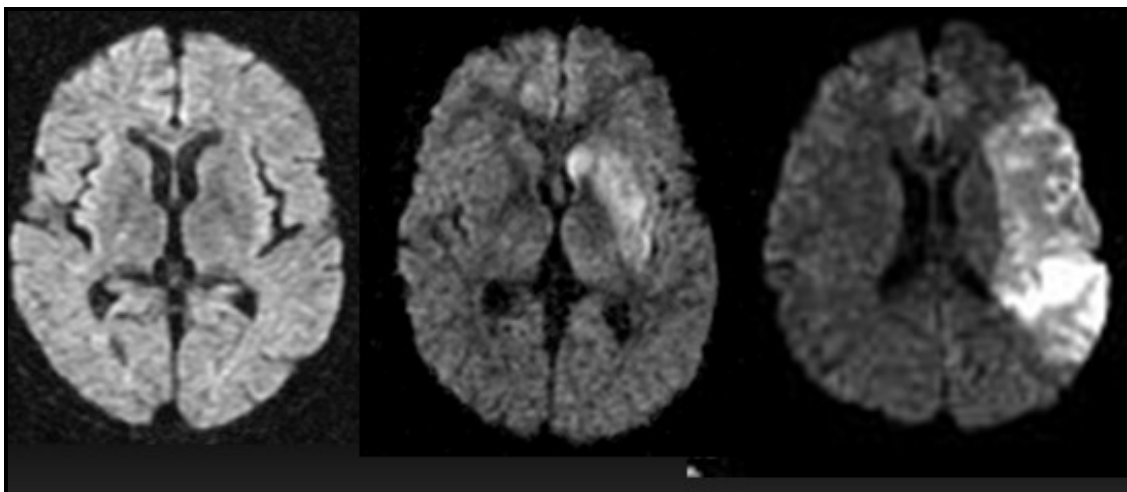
Secuencia difusión de RM realizada al mismo paciente a lo largo del tiempo donde se observa el crecimiento del infarto.
